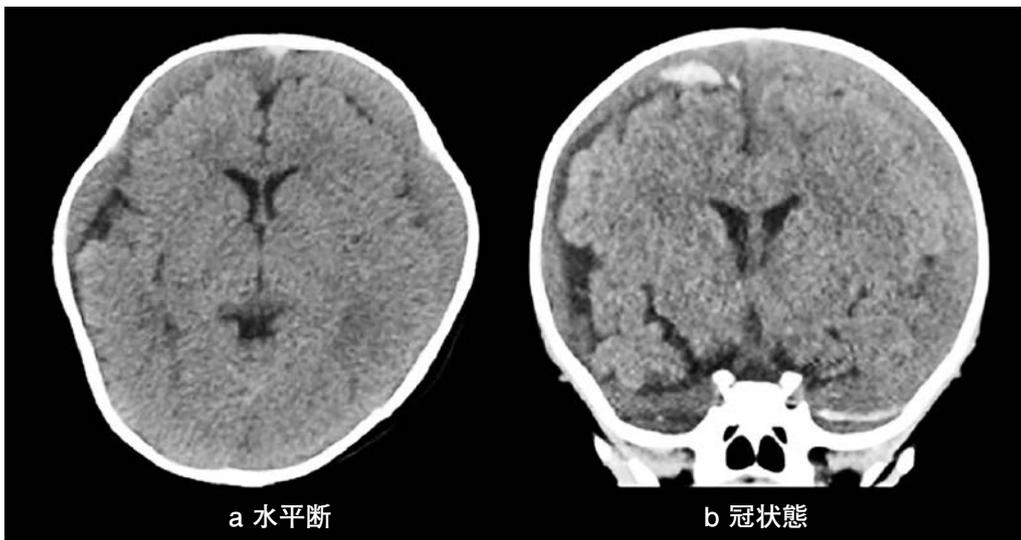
頭部単純CT(症例2;初診時) 両側で等吸収域に一部高吸収域が混在した硬膜下血腫を認める。
